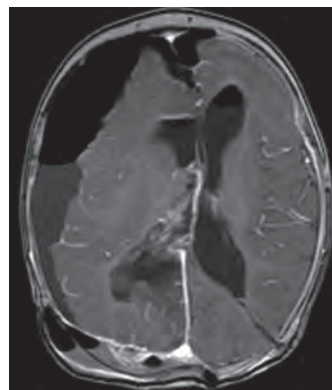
МРТ с контрастированием в режиме T1, аксиальная проекция. Сохраняется неравномерное накопление препарата по контуру постоперационной области стенками кисты, фокусов вдоль заднего края 4-го желудочка до 5 × 7 мм. Достоверно остаточная опухоль не определяется
